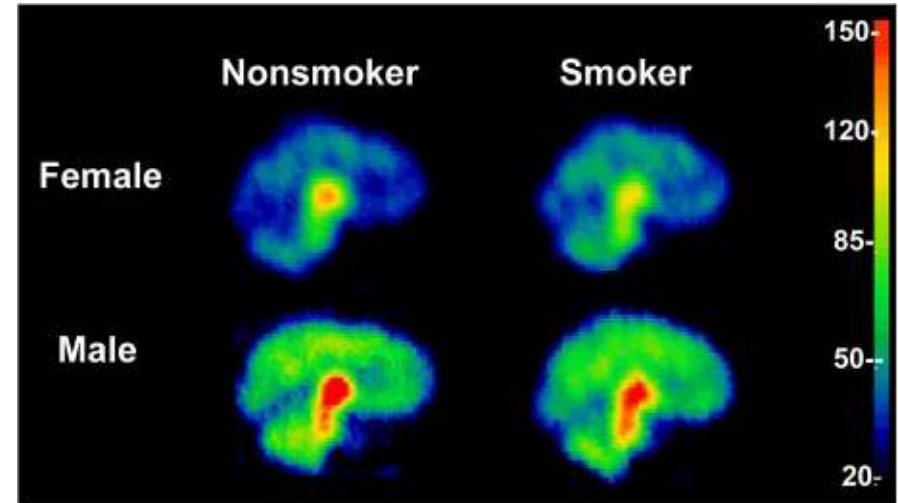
Imagerie fonctionnelle (tomographie par émission monophotonique TEMP)
